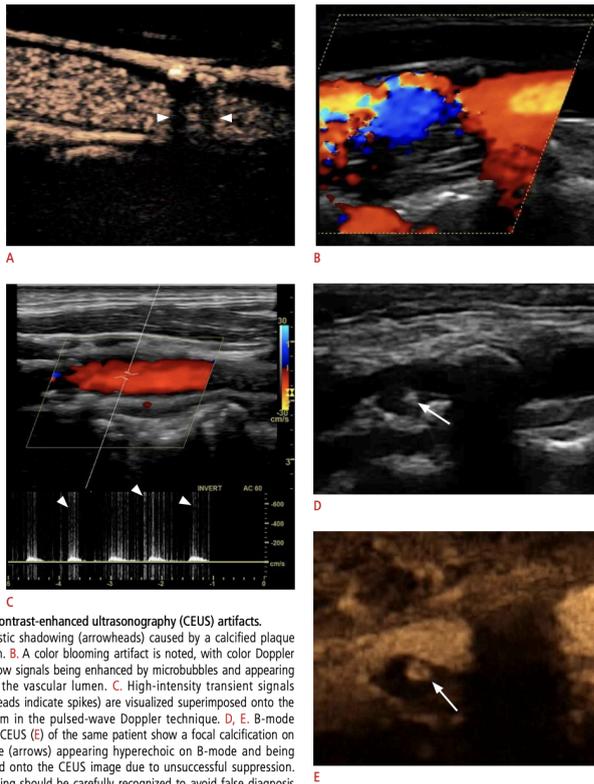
Contrast-enhanced ultrasonography (CEUS) artifacts. A. Acoustic shadowing (arrowheads) caused by a calcified plaque is shown. B. A color blooming artifact is noted, with color Doppler blood flow signals being enhanced by microbubbles and appearing outside the vascular lumen. C. High-intensity transient signals (arrowheads indicate spikes) are visualized superimposed onto the waveform in the pulsed-wave Doppler technique. D, E. B-mode (D) and CEUS (E) of the same patient show a focal calcification on a plaque (arrows) appearing hyperechoic on B-mode and being projected onto the CEUS image due to unsuccessful suppression. This finding should be carefully recognized to avoid false diagnosis of an ulceration.
